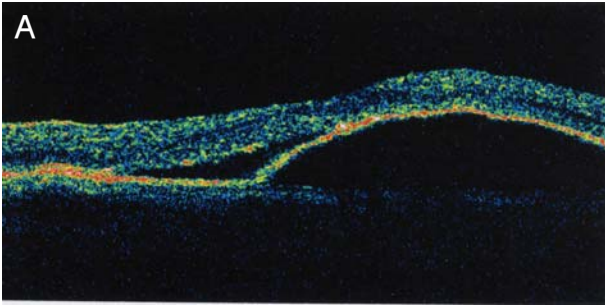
Optical coherence tomographs with pigment epithelial detachment and sensory retinal detachment. Before treatment, pigment epithelial detachment with sensory retinal detachment was prominent (A). After treatment, only small pigment epithelial detachment was detected (B).
